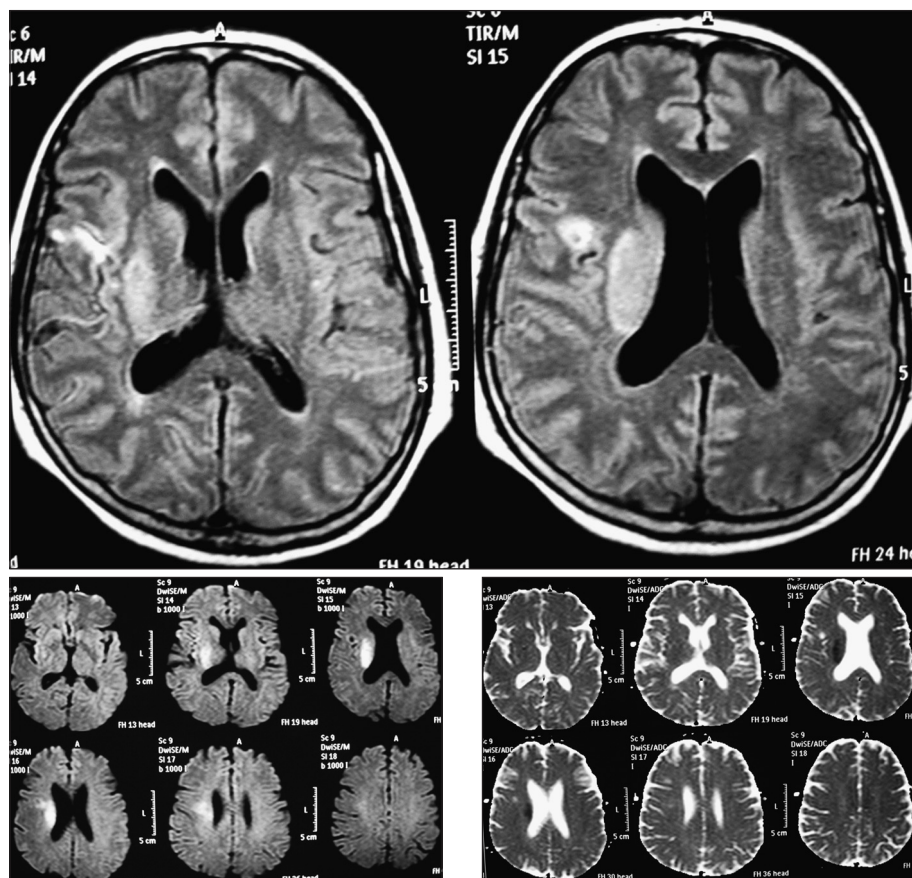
A. RM cerebral ponderada en FLAIR que muestra una lesión isquémica que compromete la región subinsular derecha, el brazo posterior cápsula interna, núcleo lenticular y sustancia blanca paraventricular. B. RM por difusión y mapa ADC que confirman el origen isquémico de la lesión.
